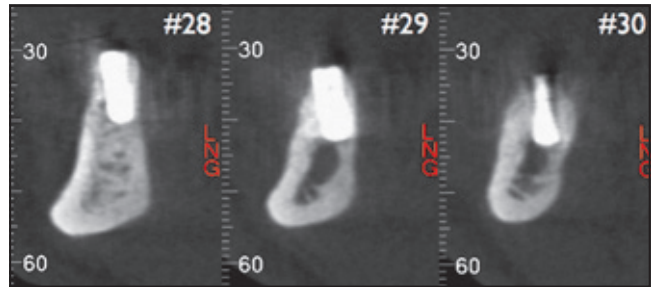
Die postoperative Computertomografie zeigt den breiteren Alveolarkamm.
